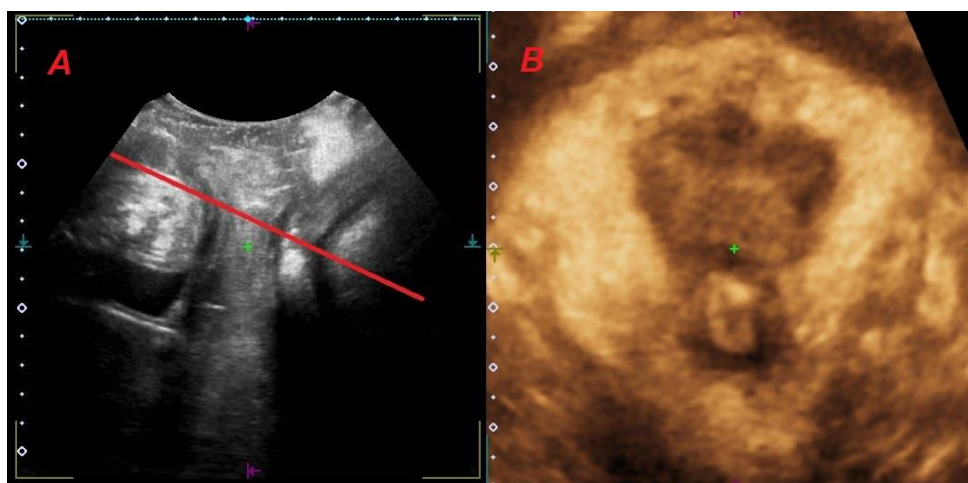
Plano de mínimas dimensiones obtenido a través de ecografía 3-4D transperineal. A) La línea roja resalta el plano de mínimas dimensiones delimitado en su parte mas anterior por el borde inferior de la sínfisis pubiana y en su parto posterior por el ángulo del canal anorrectal. B) Imagen axial del plano de mínimas dimensiones.
